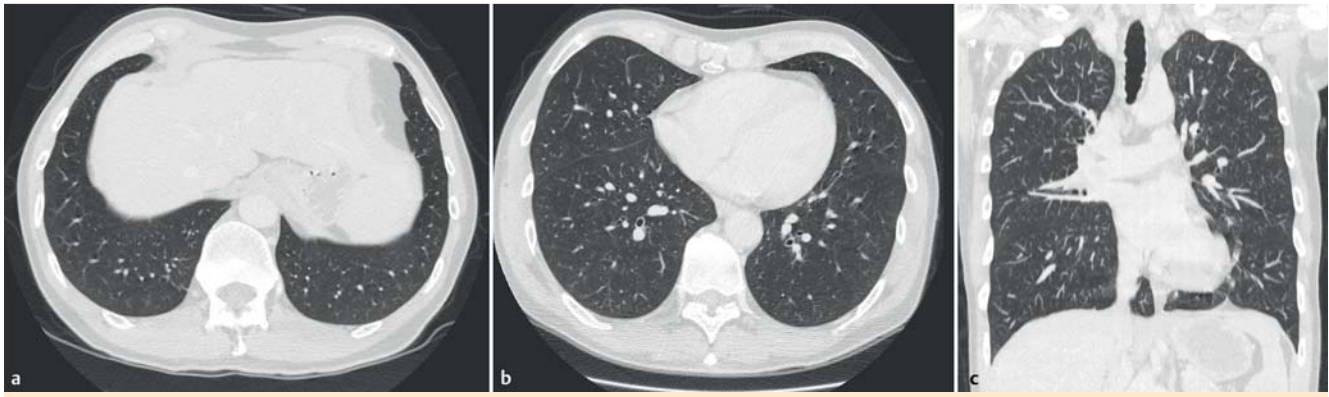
a–c Komplette Remission (CT vom 01/2014) unter Therapie mit Vemurafenib.
